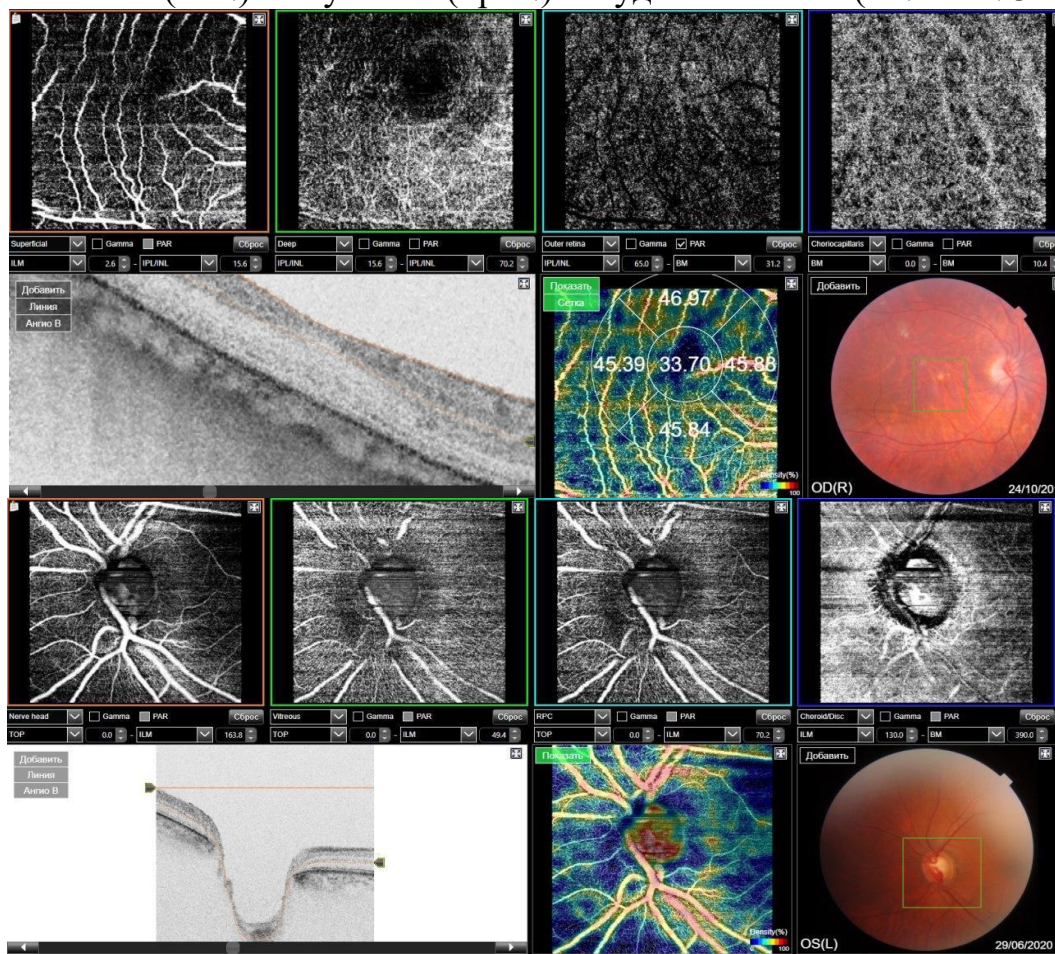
Оптическая когерентная томография с ангиографией пациента 2 группы. Регистрируется неперфузия фовеальной области поверхностной (верх. лев.) и глубокой (верх. прав.) сосудистых сетей, гипоперфузия области ЗН поверхностной (ниж. лев.) и глубокой (ниж. прав.) сосудистых сетей
